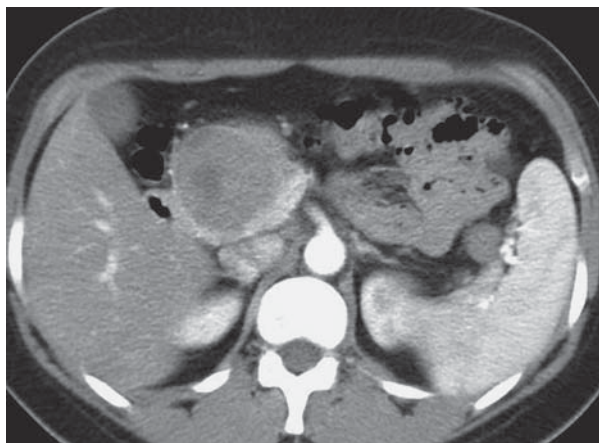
МСКТ брюшной полости. Артериальная фаза. Солидно-псевдопапиллярная опухоль головки поджелудочной железы.
